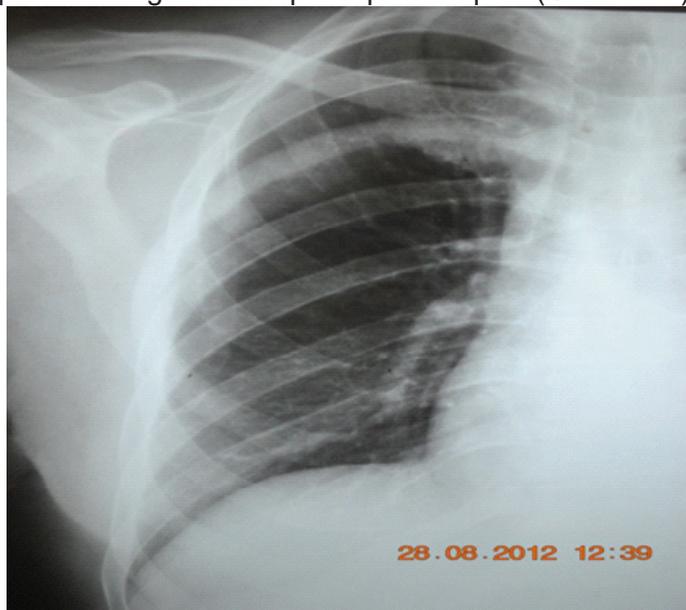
image radiographique de condensation du 3^e arc costal postérieur droit d'aspect en « côte d'ivoire » (diapotheque Dr MISSOUNGA Landry).
